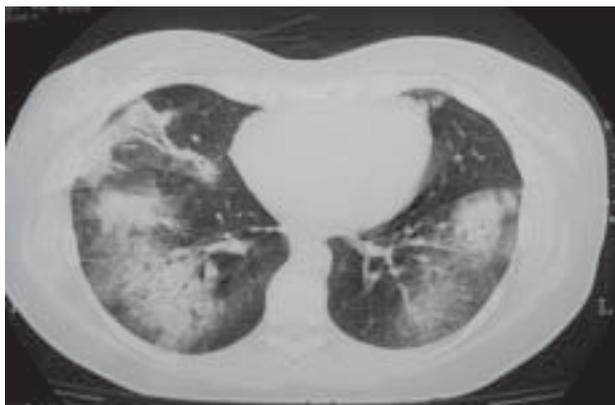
TAC torácica: “fibrose no vértice pulmonar esquerdo; na língula, lobo médio e lobos inferiores; extensas áreas de consolidação parenquimatosa com broncograma aéreo de localização periférica, adoptando em algumas áreas o padrão de vidro despolido”.
